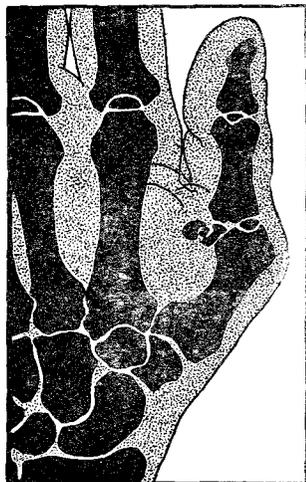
Рентгеновский снимок кисти при вывихе большого пальца вперед
